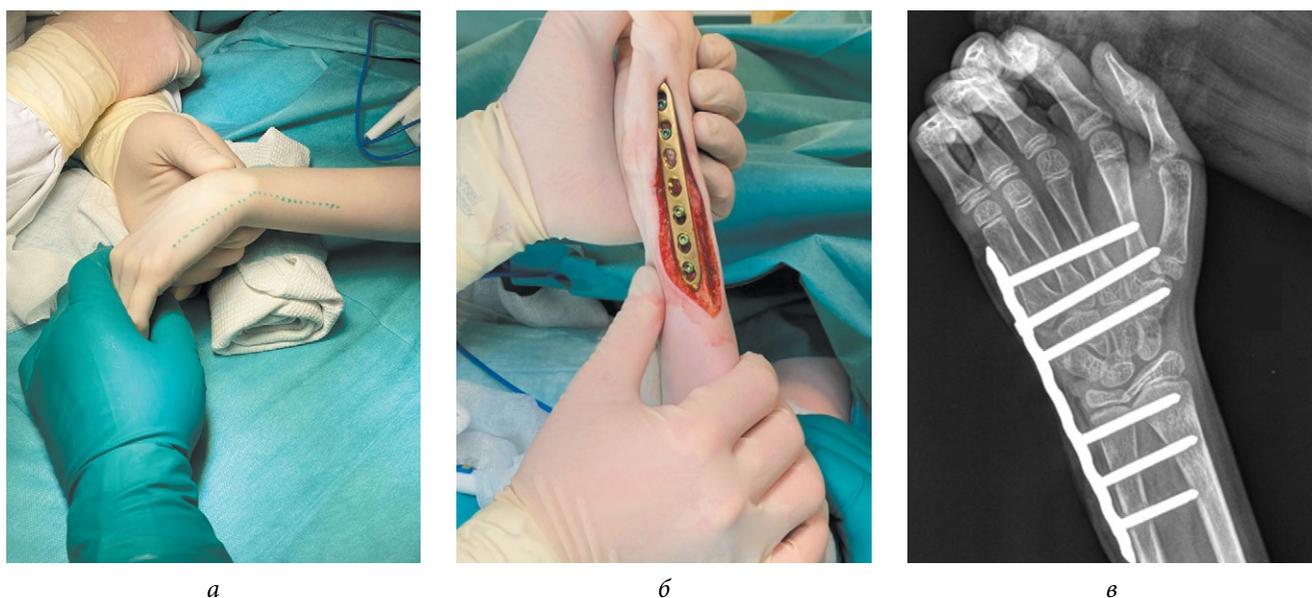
Хирургические этапы временного артродеза лучезапястного сустава: *а* — планируемый операционный доступ; *б* — установленная металлоконструкция для временного артродеза; *в* — рентгенограмма лучезапястного сустава в прямой проекции с установленной металлоконструкцией
